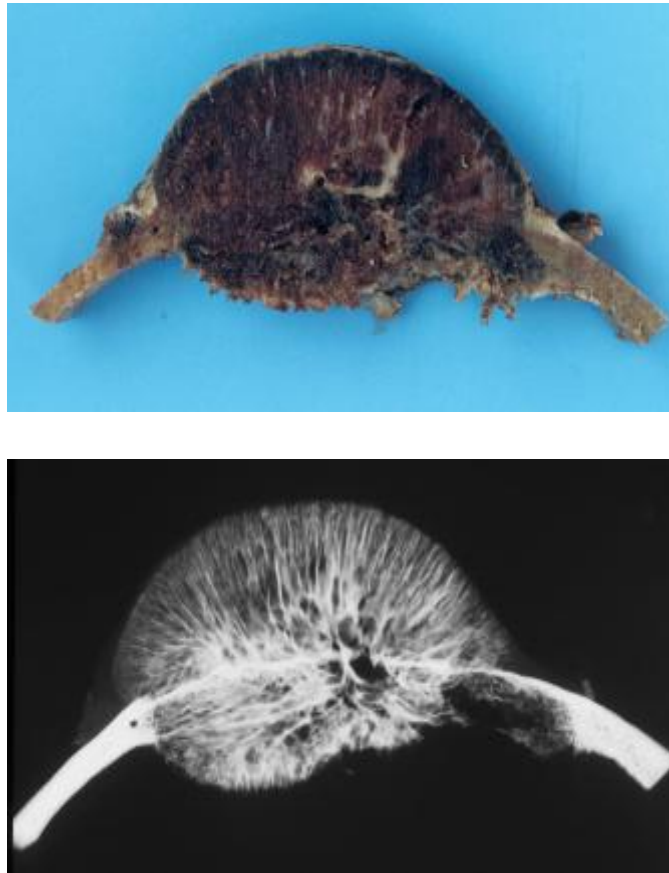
kavernöses Hämangiom (M.-Nr.: 82/2241, oben: Makrophotographie, unten: Kontaktradiographie)
